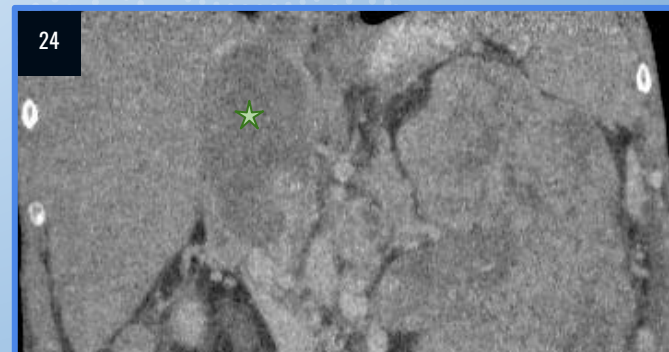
TC abdomen y MPR coronal con cte. oral y EV. Dilatación de la vena cava inferior, con defecto de relleno al contraste y contenido de densidad de partes blandas intraluminal (estrella verde). Se aprecian venas suprahepáticas permeables (flechas azules).
